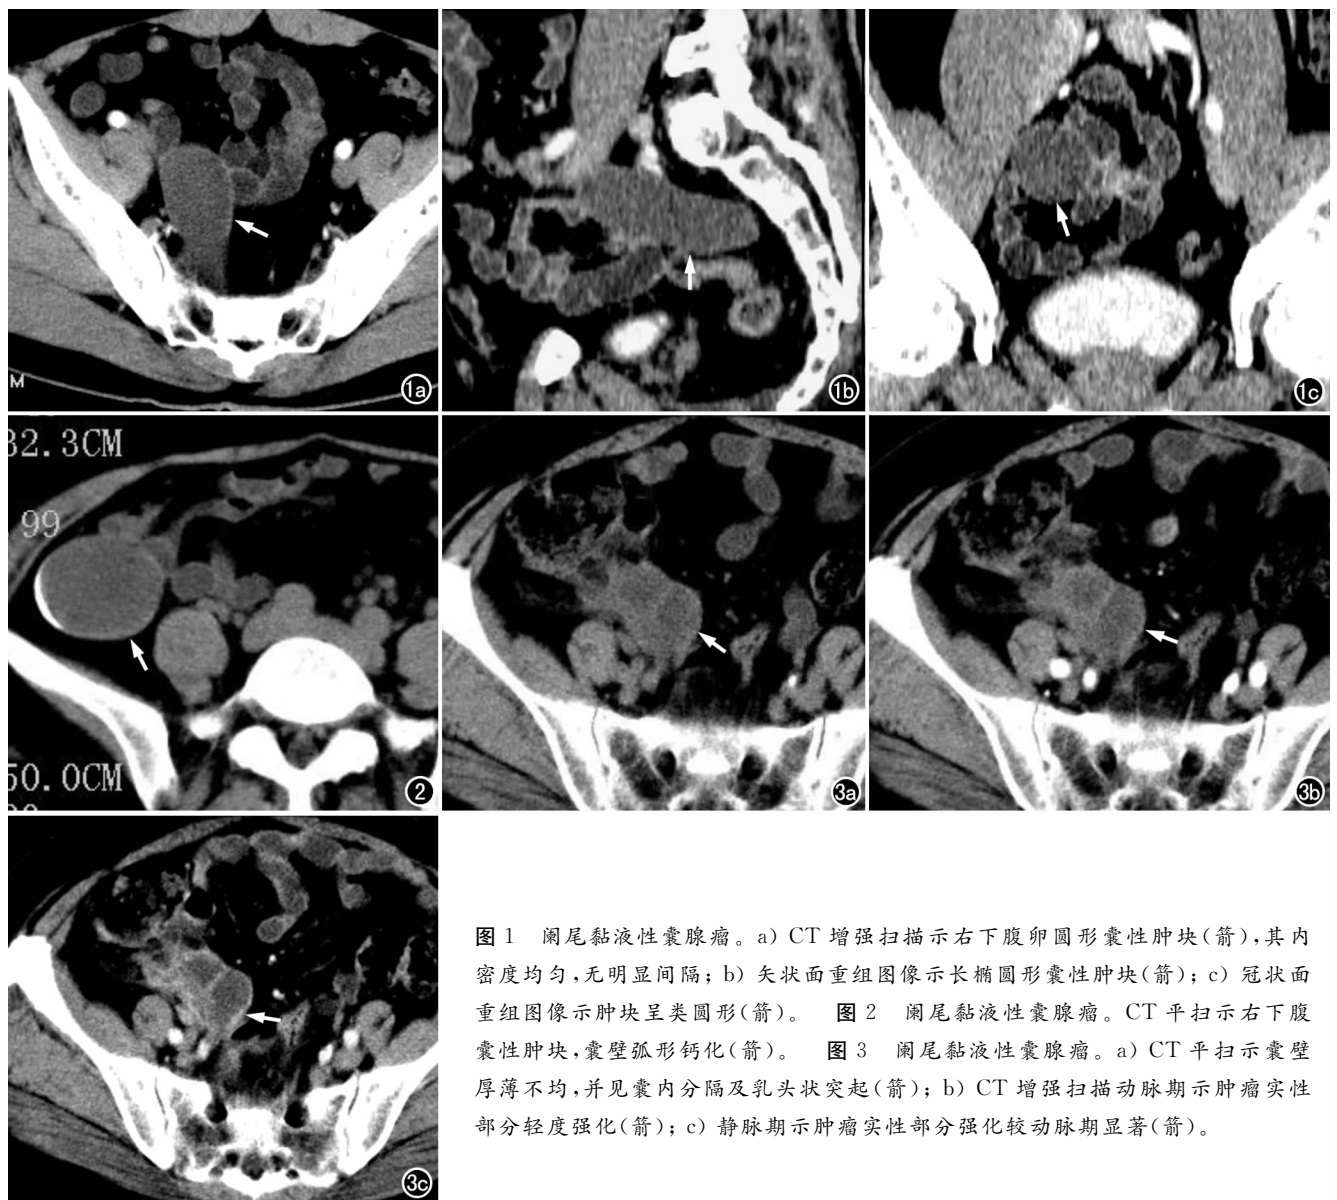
阑尾黏液性囊腺瘤。a) CT 增强扫描示右下腹卵圆形囊性肿块(箭),其内密度均匀,无明显间隔; b) 矢状面重组图像示长椭圆形囊性肿块(箭); c) 冠状面重组图像示肿块呈类圆形(箭)。 图 2 阑尾黏液性囊腺瘤。CT 平扫示右下腹囊性肿块,囊壁弧形钙化(箭)。 图 3 阑尾黏液性囊腺瘤。a) CT 平扫示囊壁厚薄不均,并见囊内分隔及乳头状突起(箭); b) CT 增强扫描动脉期示肿瘤实性部分轻度强化(箭); c) 静脉期示肿瘤实性部分强化较动脉期显著(箭)。
